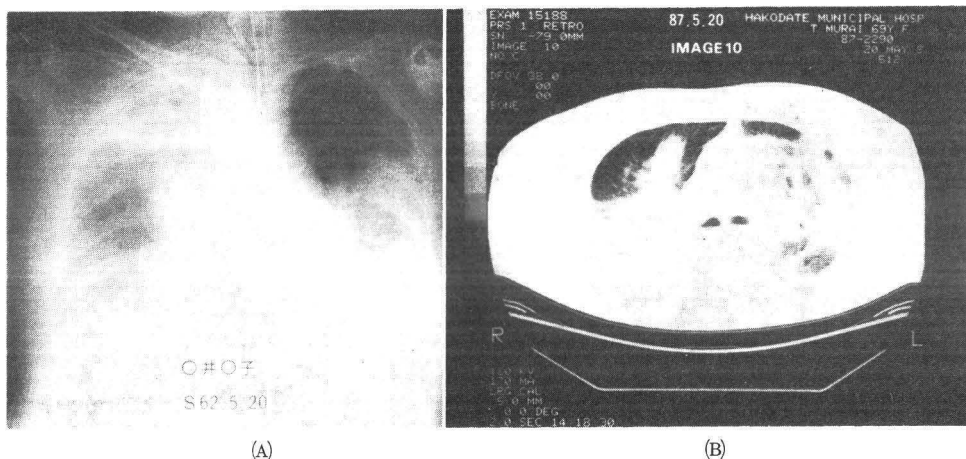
人工呼吸管理 7 日目の胸部単純X線写真 (A) と肺 CT (B)
